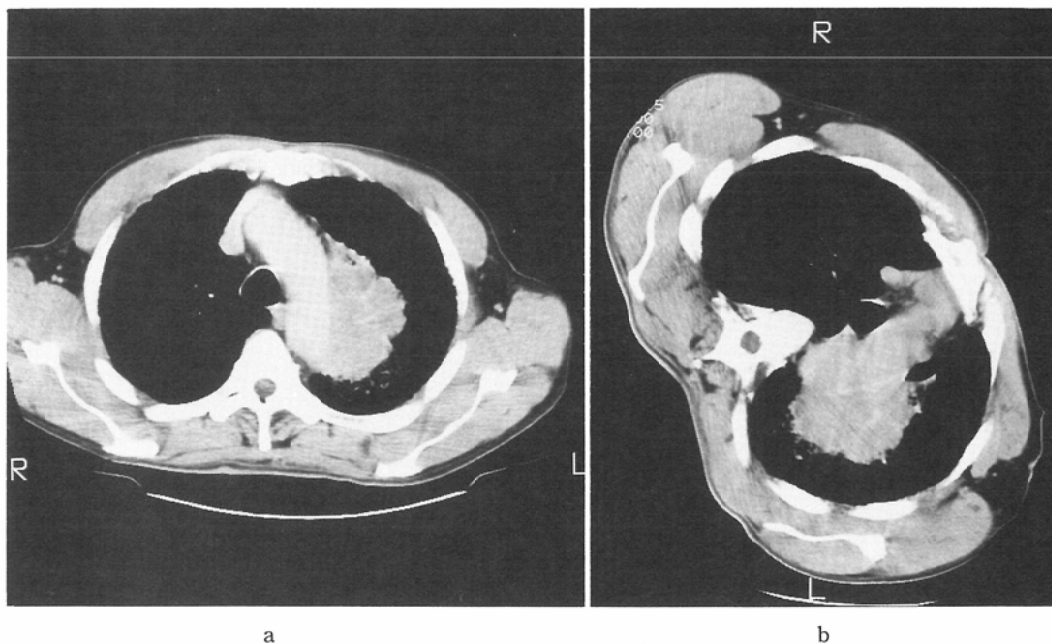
Case 4. a) Enhanced CT scan shows contact of the tumor with the aortic arch. The low density zone at the level of the aorta are obliterated, suggestive of invasion.
